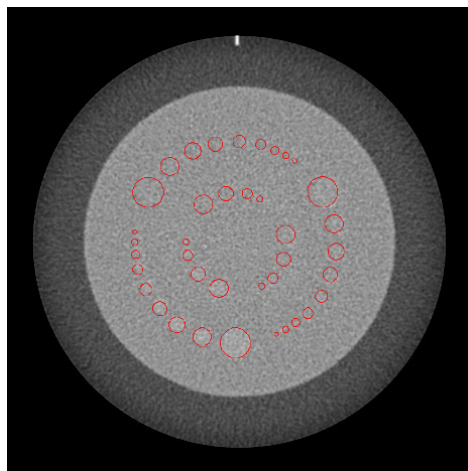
Изображение фантома с ОИ, используемыми для измерения линейности с помощью фантома обеспечения качества в компьютерной томографии, изготовленного из материалов с различными коэффициентами поглощения.
